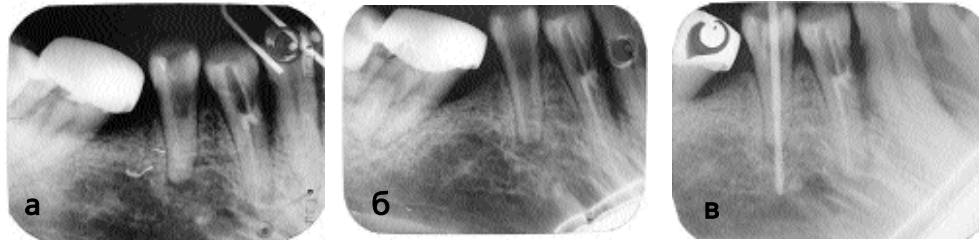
Рентгенограмма зуба 45. Диагноз — хронический гранулематозный периодонтит, хронический пародонтит средней тяжести, подвижность зуба II степени: а — до лечения, б — после эндодонтической подготовки, в — после введения ТДИ
